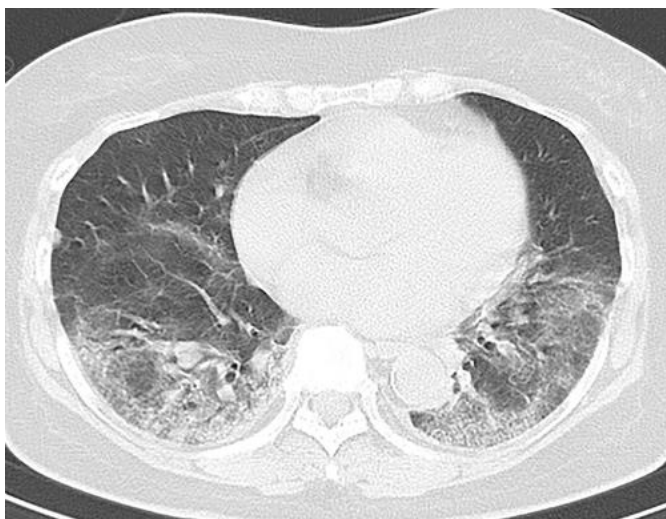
Mulher de 73 anos de idade, assintomática. Nas imagens axiais da TC, foram mostradas opacidades periféricas focais em vidro fosco com espessamento septal liso intralobular e interlobular no esquerdo (a, seta) e no lobo superior direito (a, ponta da seta). As
